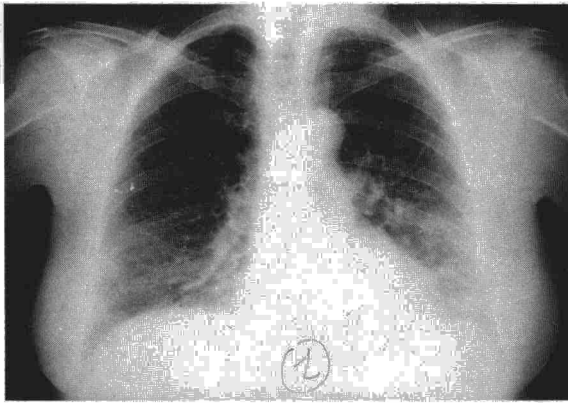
Radiografía de tórax en la que se observa un patrón intersticial en ambas bases, siendo más visible en el lado izquierdo. En el ángulo costodiafrágico derecho se advierten líneas que se pueden interpretar como líneas de Kerley B.
